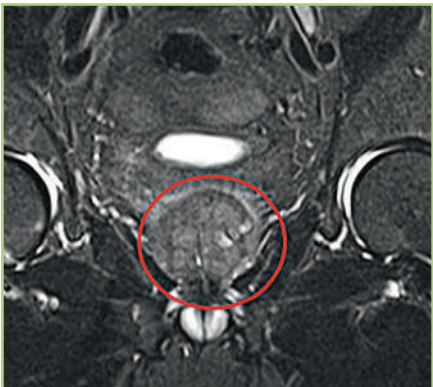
МРТ от 02.10.24 г. Образование в периферической зоне правой доли предстательной железы [предоставлено авторами] / Magnetic resonance imaging from 02.10.24. Formation in the peripheral zone of the right lobe of the prostate gland [provided by the authors]
